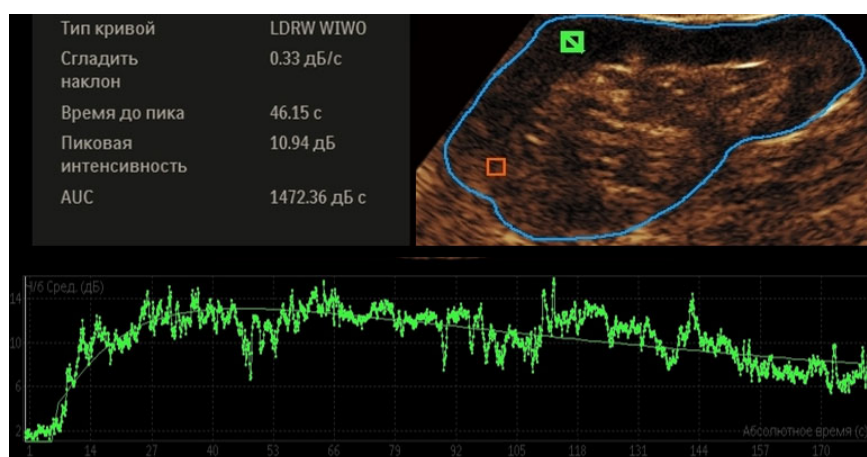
Перфузионное УЗИ ПН у пациента С., 38 лет.
